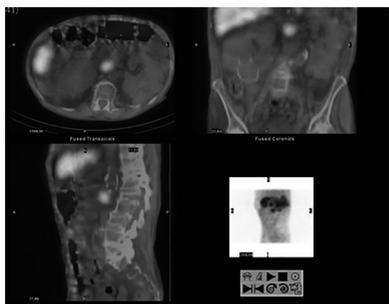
SPECT-TC con Octreótido (Octreoscan) en que se observa la captación focal del radiotrazador a nivel de lesión paraaórtica.
